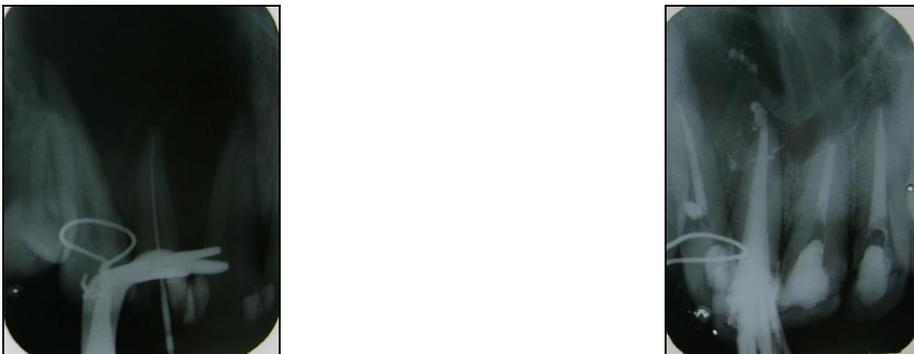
Radiografia Periapical, prova do cone e obturação dos canais radiculares. Casos 1 e 2 respectivamente.
